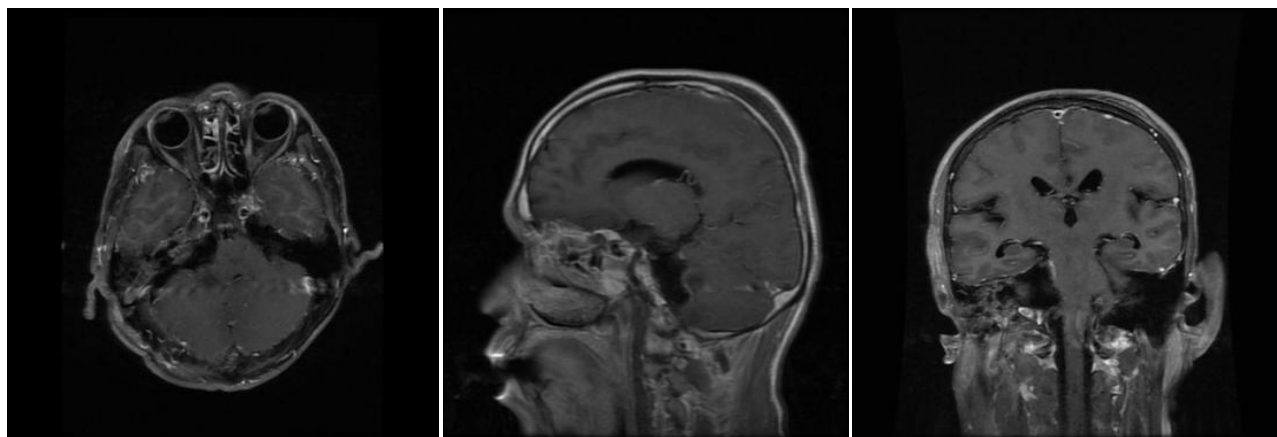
Postoperative T1-enhanced MRI scan
